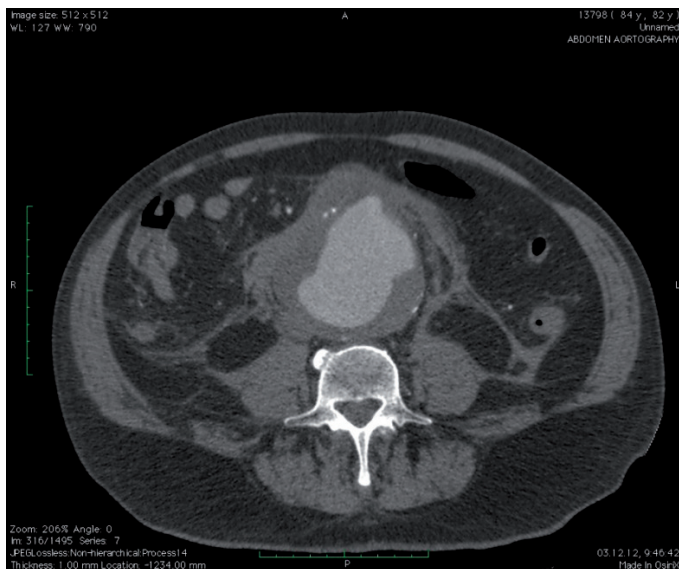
МСКТ до операции. На снимке видна забрюшинная гематома.
